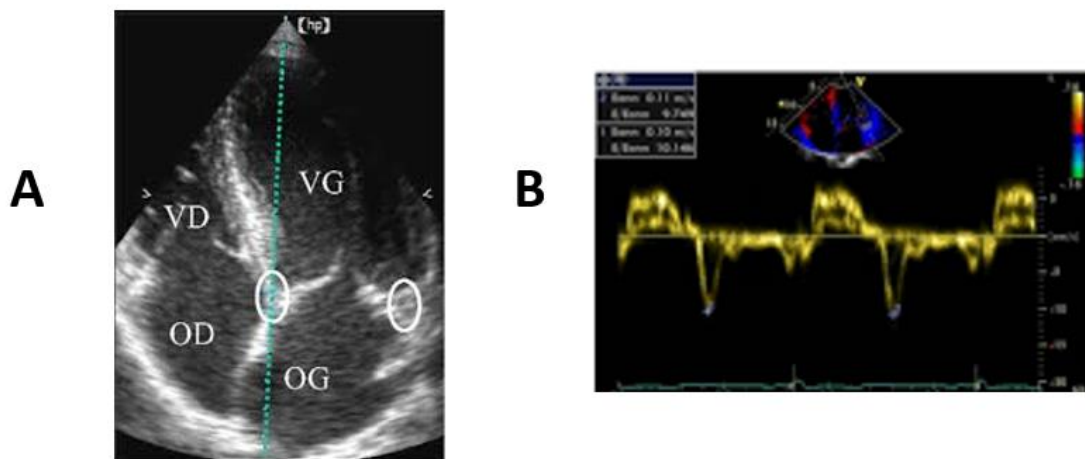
obtention du flux mitral en coupe apicale 4 cavités (A) en doppler pulsé (B)
